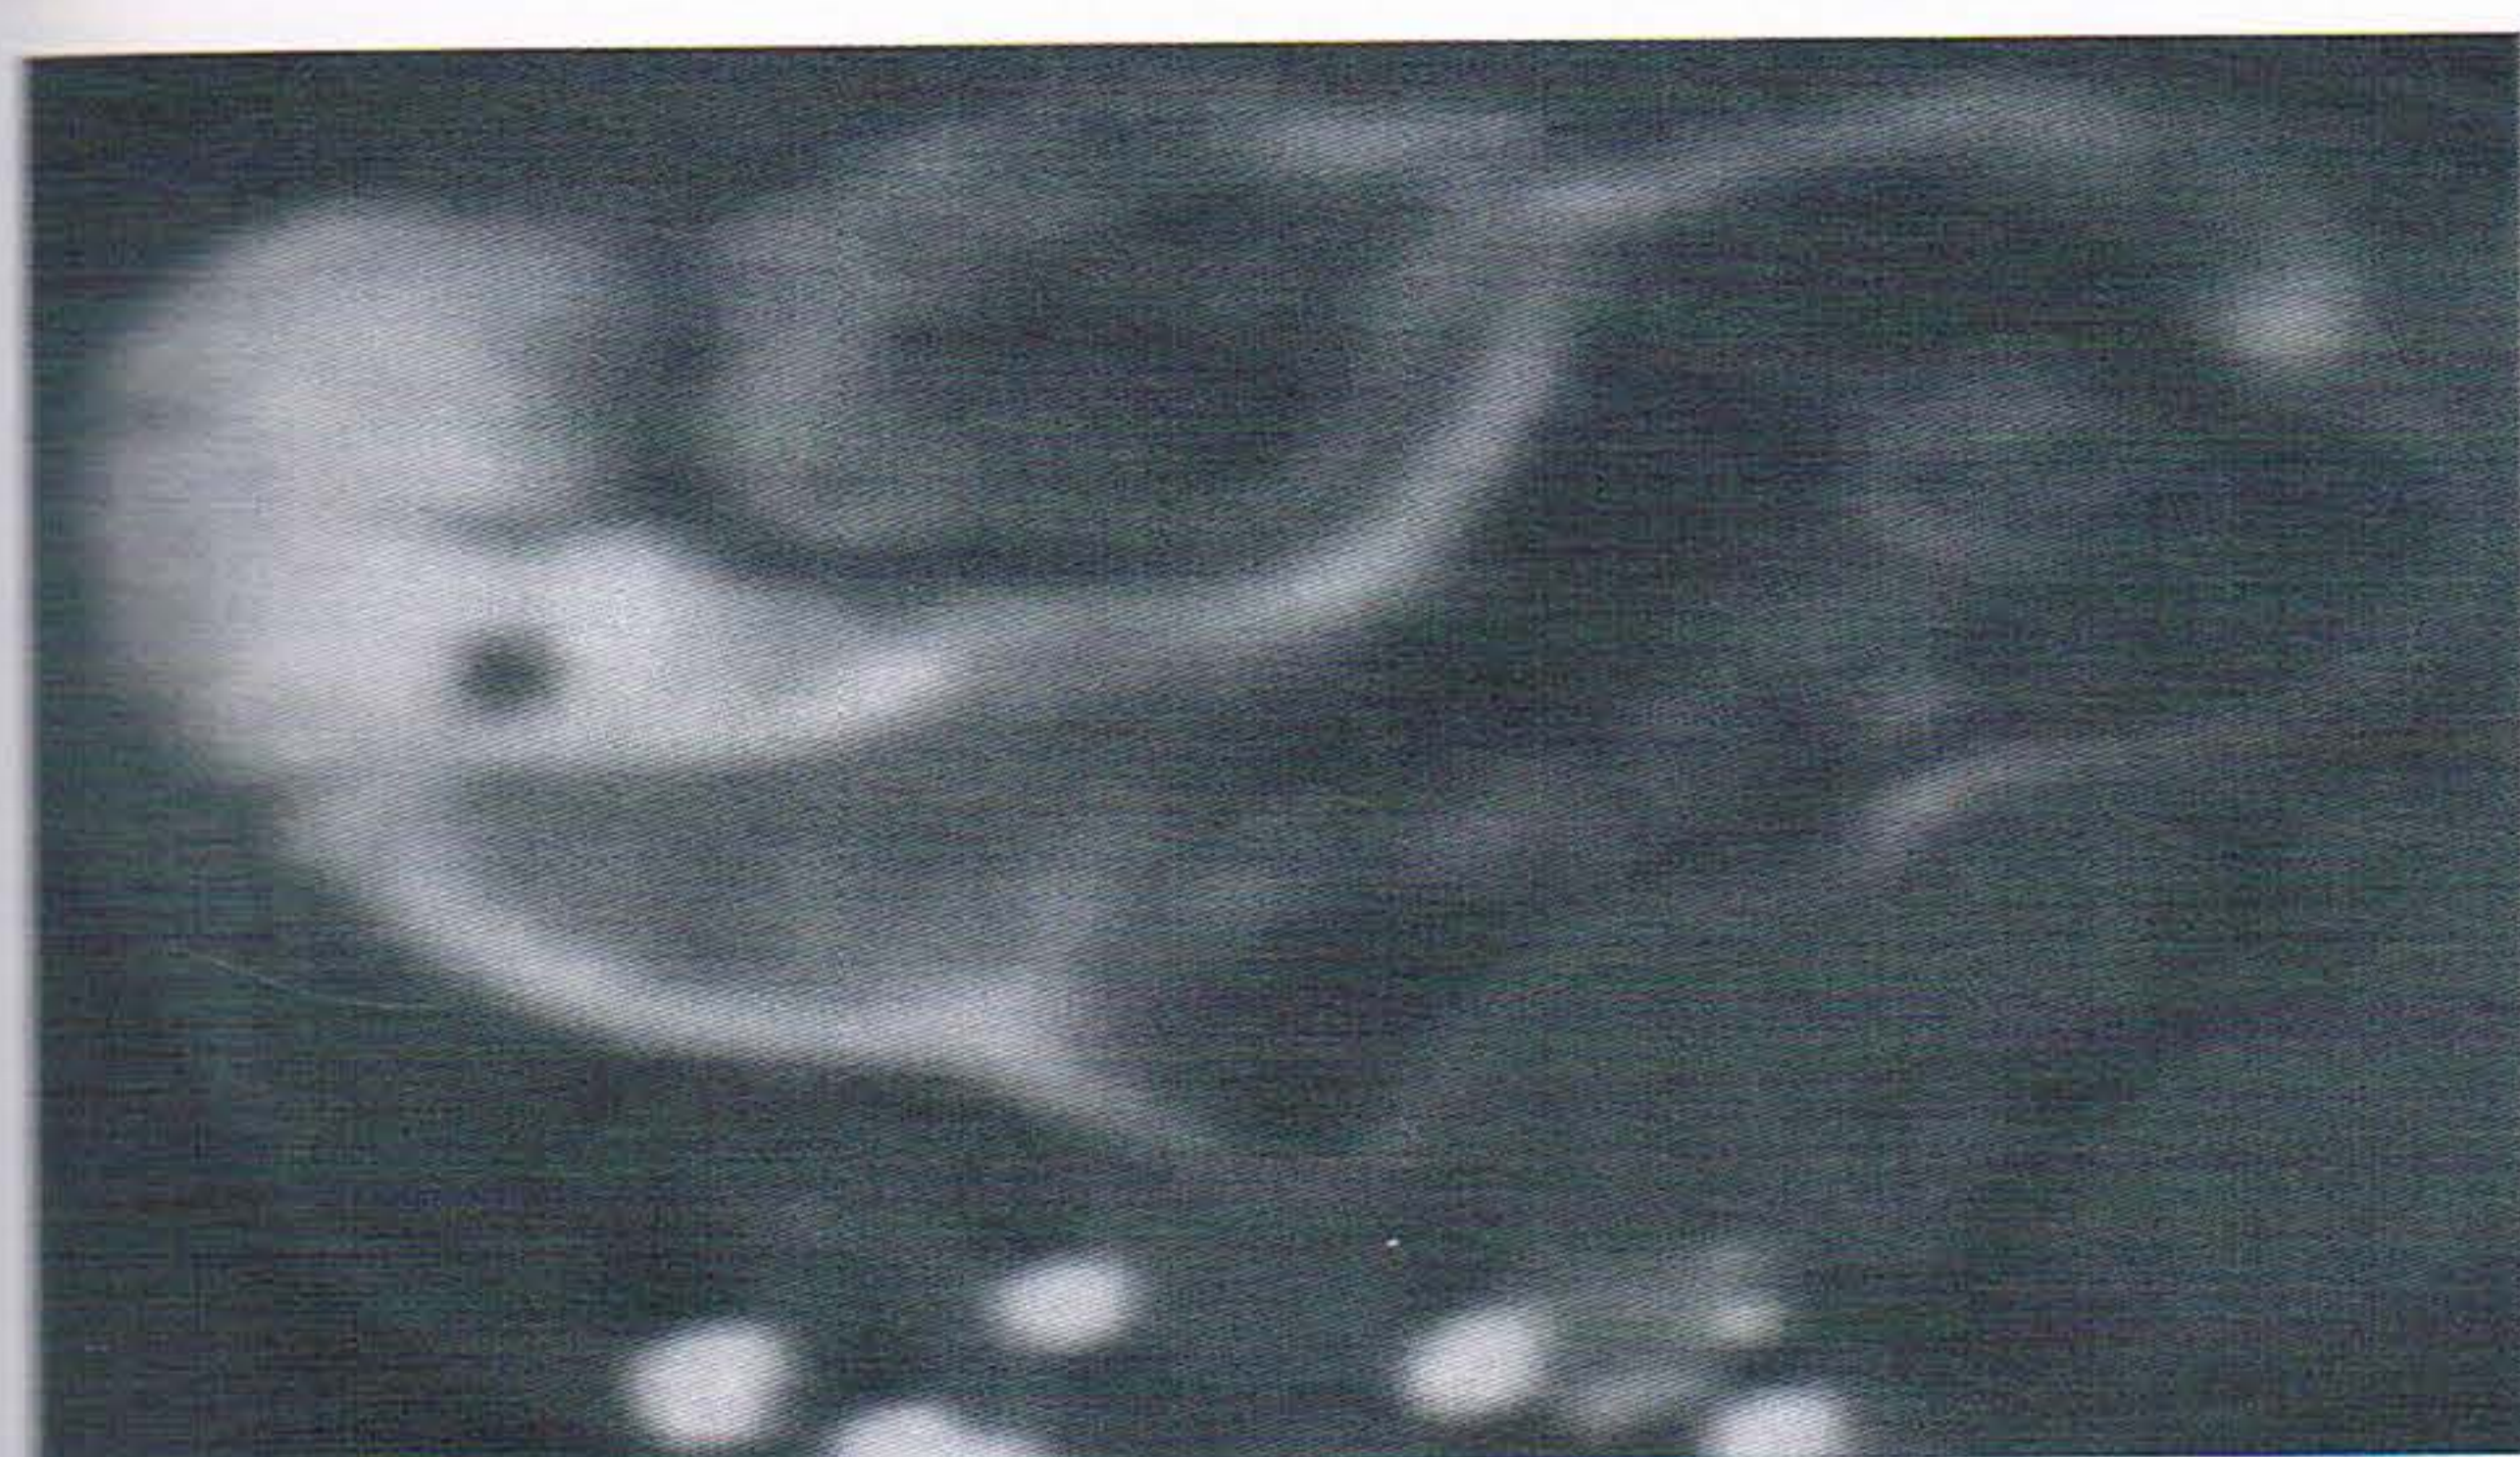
TDM coude : Nerf cubital englobé par l'ostéome
